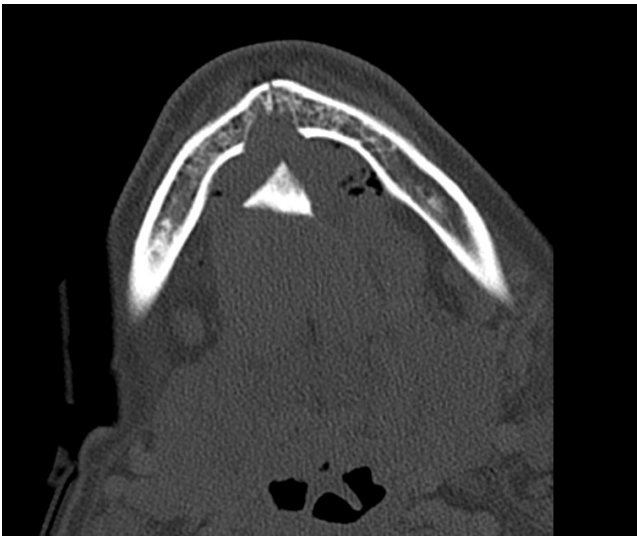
Imagen de TAC donde se muestra la fractura sinfisaria con desplazamiento posterior de las apófisis geni. Corte axial.
